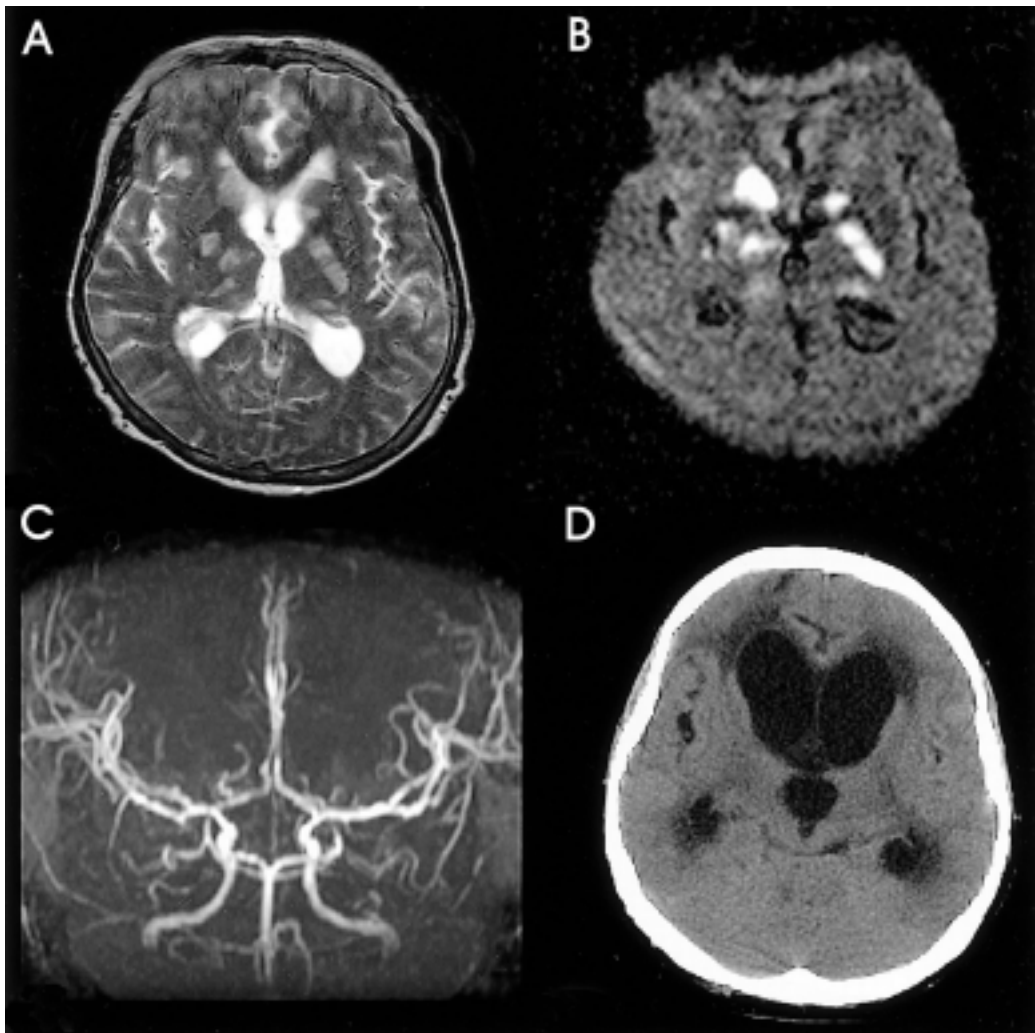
Brain magnetic resonance images on 3rd hospital day and CT image on 15th hospital day. T2-weighted (A) and diffusion weighted (B) images show abnormal high signal intensity lesions involving bilateral basal ganglia and thalamus. (C) Magnetic resonance angiography shows diffuse narrowing of the entire intracranial vessels with some stenosis at multifocal area. (D) Brain CT shows the newly developed hydrocephalus.
